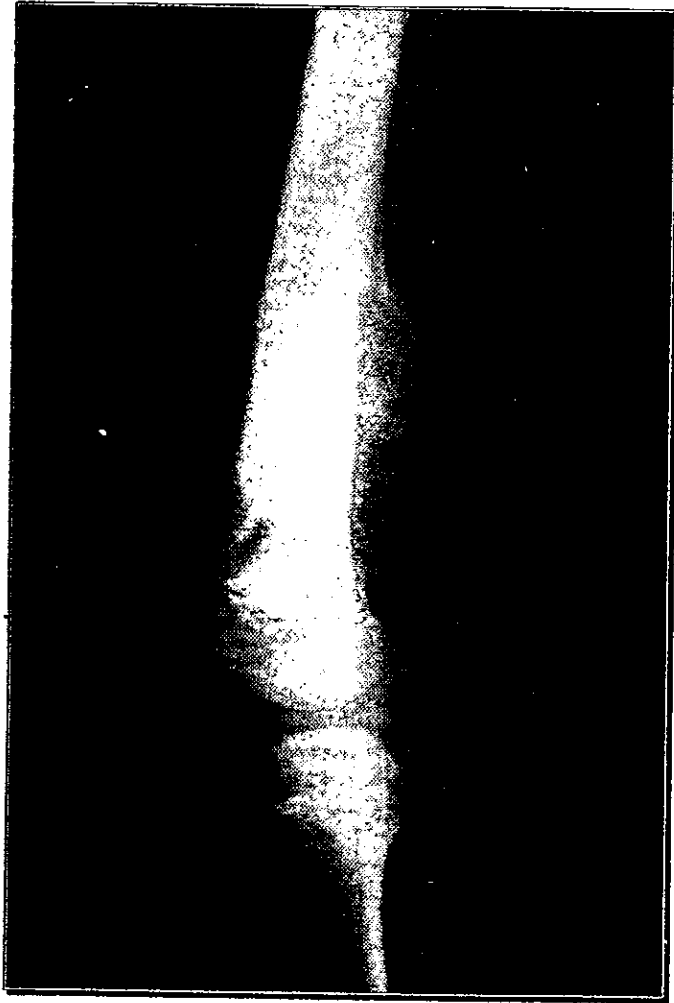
Radiografía miembro pélvico derecho con lesiones blásticas en tercio distal de fémur con presencia de fractura patológica. Caso 2.
